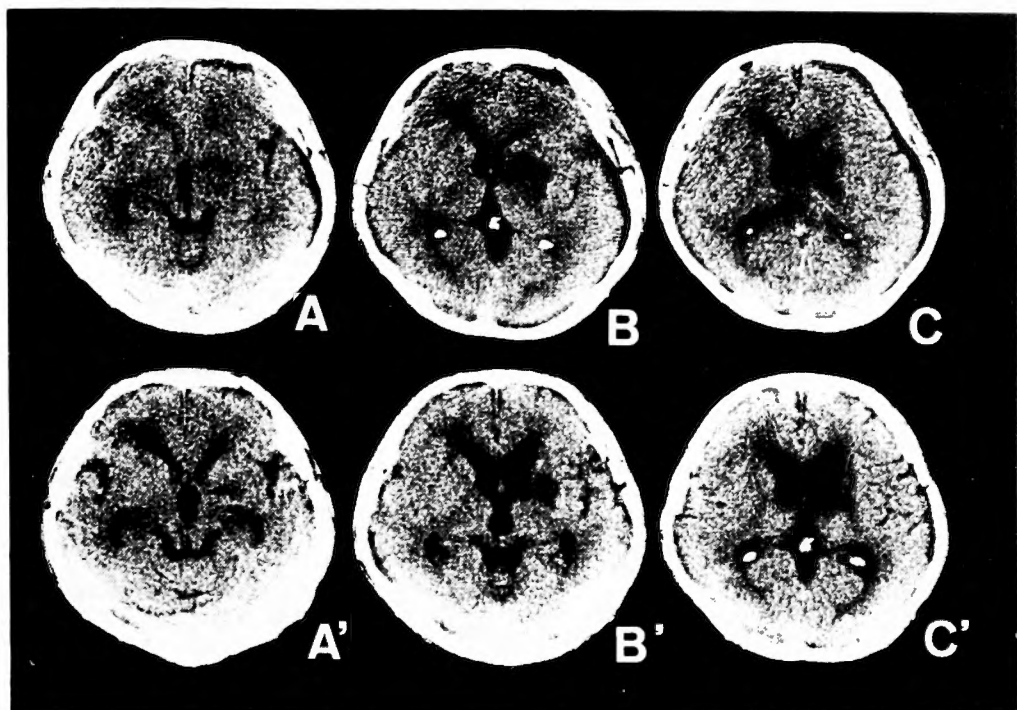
A, B, C 術後6日目の CT スキャン
